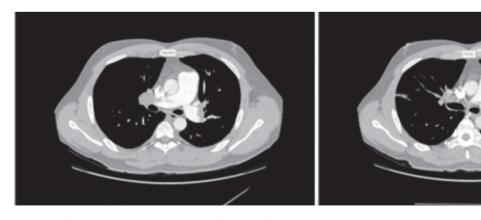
Chest computed tomography finding. Chest computed tomography showed low density filling defect in both main pulmonary artery on admission day. CT also demonstrated saddle pulmonary embolism (right) and enlarged pulmonary artery compared with ascending aorta.
